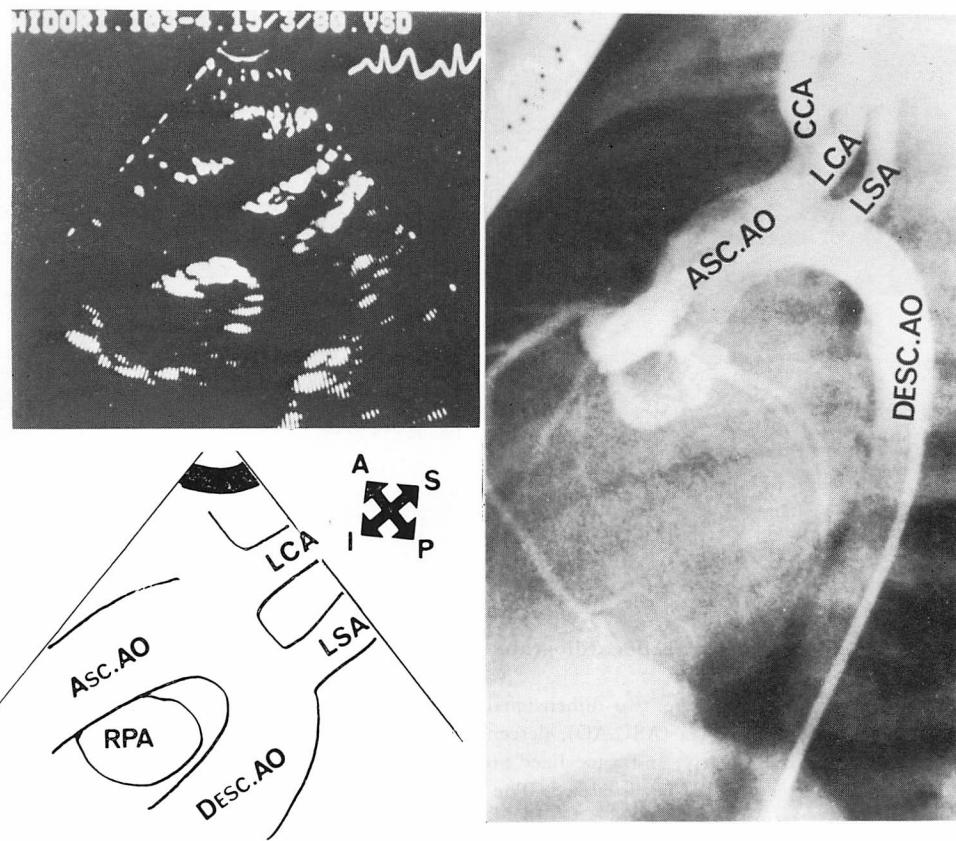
Two-dimensional echocardiogram and aortogram of ventricular septal defect with the prolapsed right coronary cusp (3-year-old boy).
